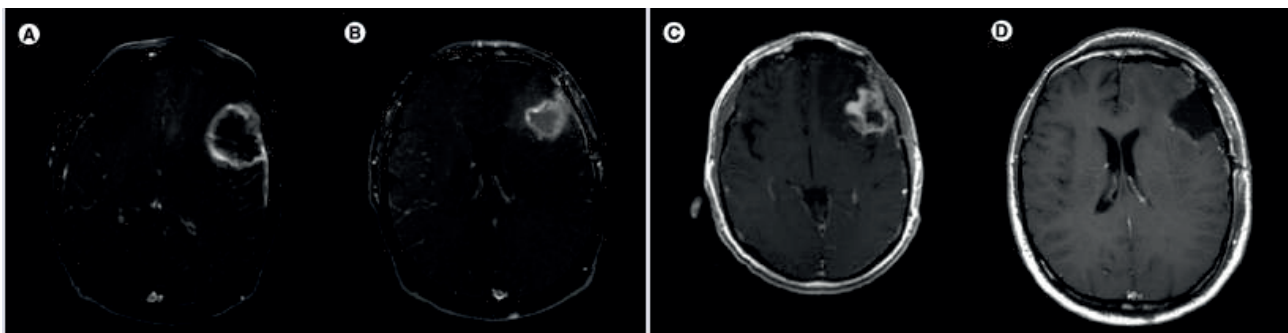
МРТ с контрастным усилением в T1- режиме (аксиальные срезы):
